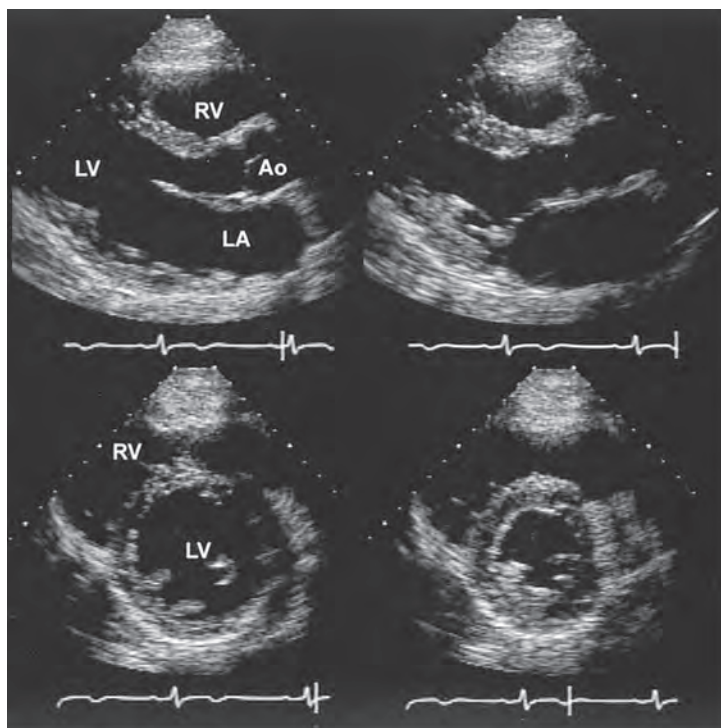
Ecografía bidimensional con cuadros fijos de un corazón sano. *Arriba*: proyección longitudinal paraesternal en el curso de la sístole y la diástole (*izquierda*) y sístole (*derecha*). Durante la sístole, se observa engrosamiento del miocardio y reducción en el tamaño del ventrículo izquierdo (LV). Las valvas son delgadas y se abren ampliamente. *Abajo*: proyección transversal paraesternal durante la diástole (*izquierda*) y la sístole (*derecha*) que muestra reducción del tamaño de la cavidad ventricular izquierda durante la sístole y aumento del espesor de la pared. Abreviaturas: LA, aurícula izquierda; RV, ventrículo derecho; Ao, aorta (tomada de RJ Myerburg: HPMI-12).
